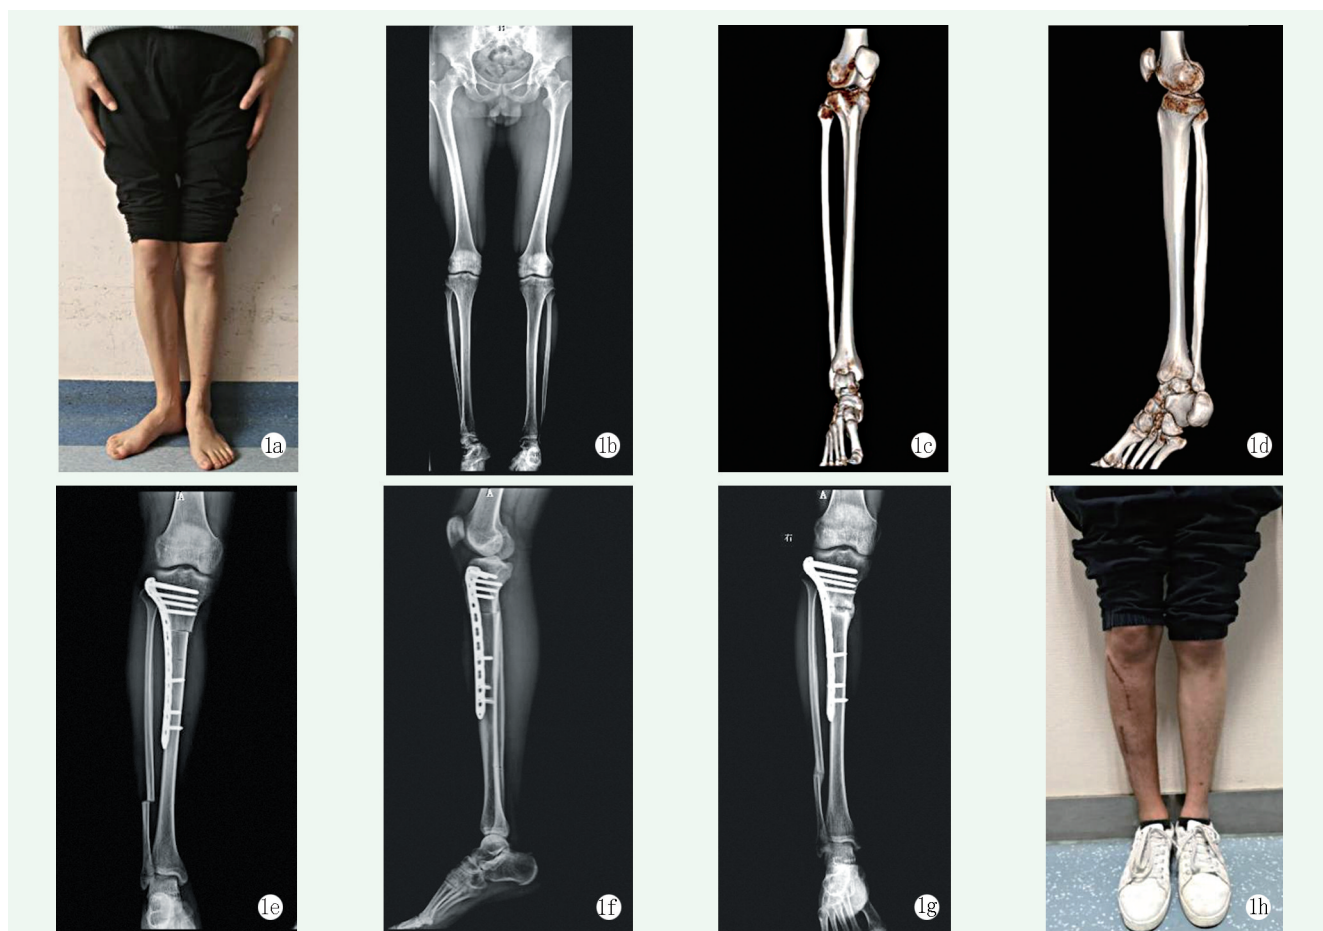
患者, 男, 24岁, 右足外旋, 跛行二十余年, 诊断为右侧TT畸形 1a: 术前下肢大体观, 右足明显外旋 1b: 术前双下肢正位X线片可见右侧胫腓远端关节向后旋转 1c, 1d: 术前右侧小腿CT平扫三维重建, 报告提示: 右侧胫腓骨外旋, TT角 61.6° , 右侧膝关节、踝关节诸骨及周围软组织未见明显异常 1e, 1f: 术后右侧胫腓骨X线片显示胫骨近端截骨钢板螺钉内固定术后, 腓骨截骨术后, 胫骨外旋已矫正, 位置可 1g: 术后3个月右下肢正位X线片显示胫骨和腓骨断端骨痂形成, 愈合可 1h: 术后3个月下肢大体观, 右侧TT已矫正
